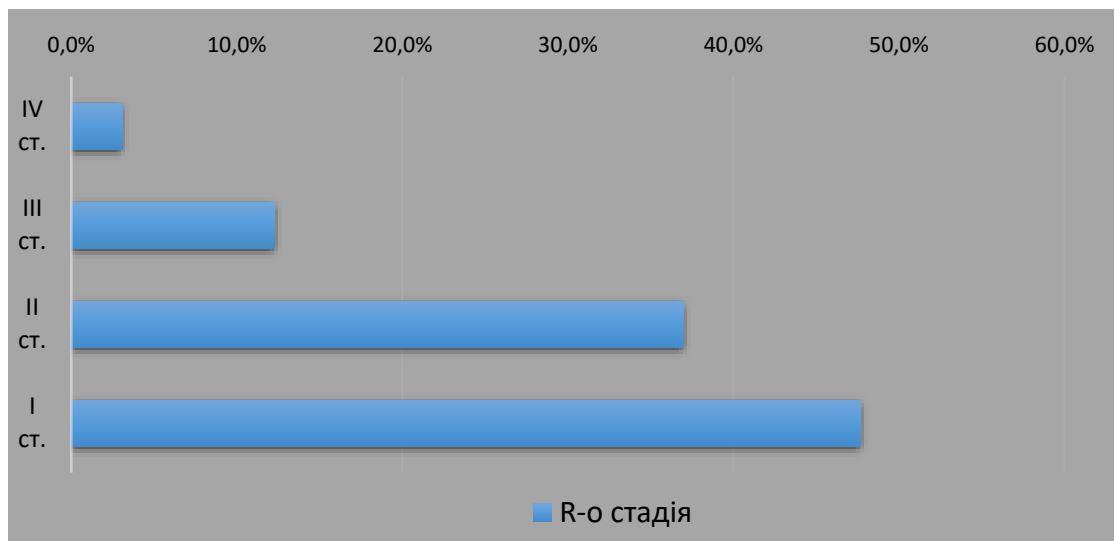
Розподіл хворих за рентгенологічною стадією серед пацієнтів з сакроілеїтом (n=65)
